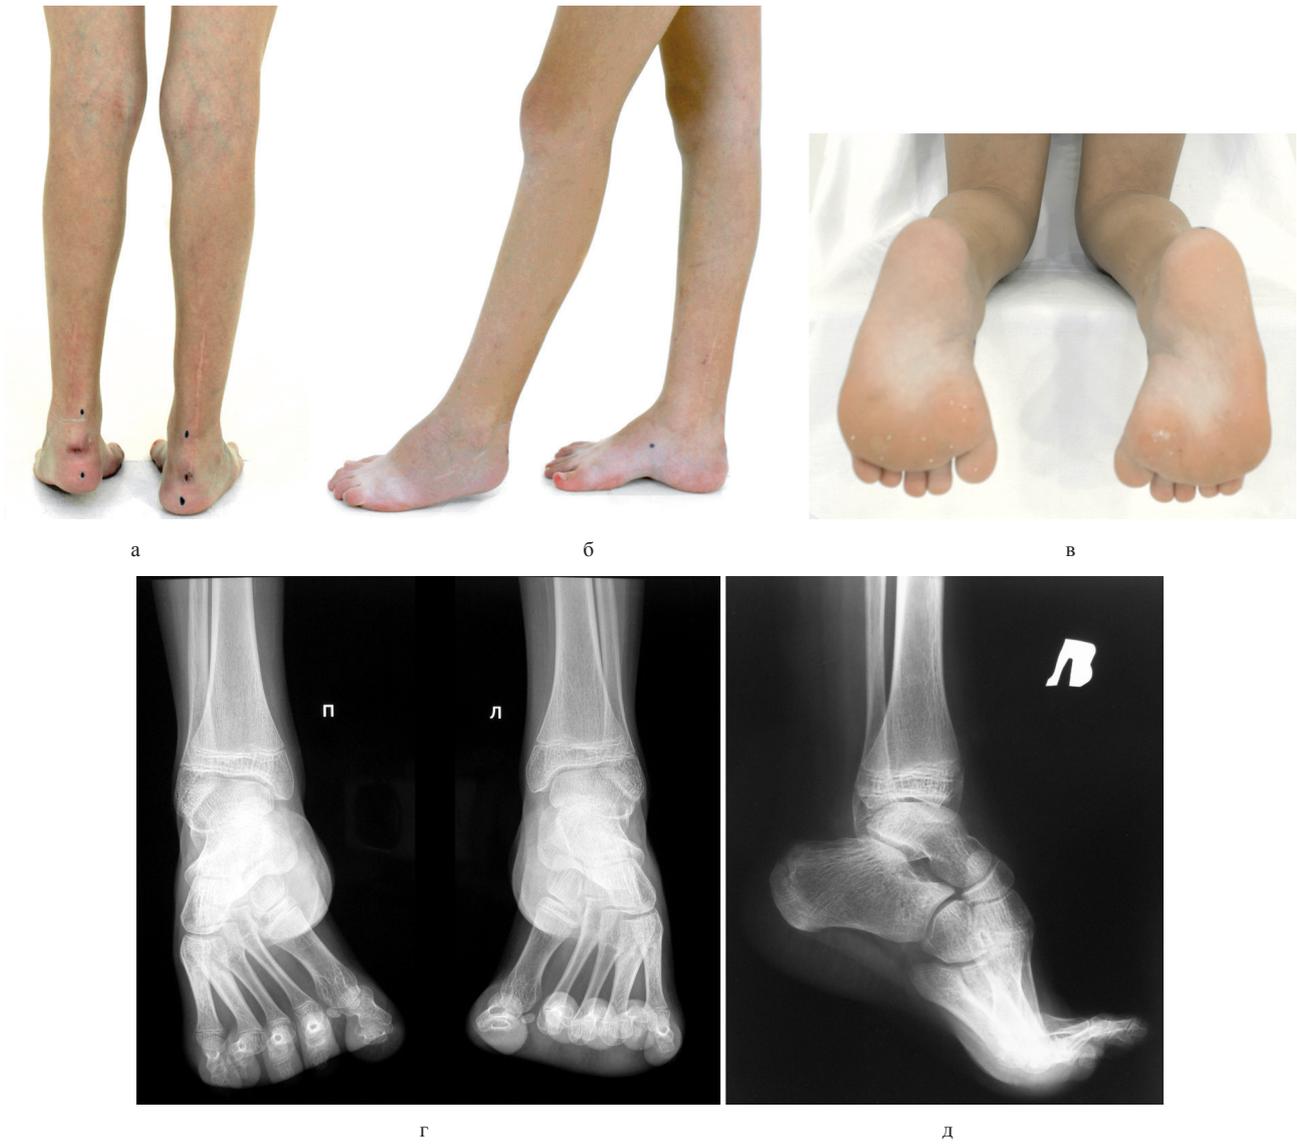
Фото и рентгенограммы пациента Т. до лечения
